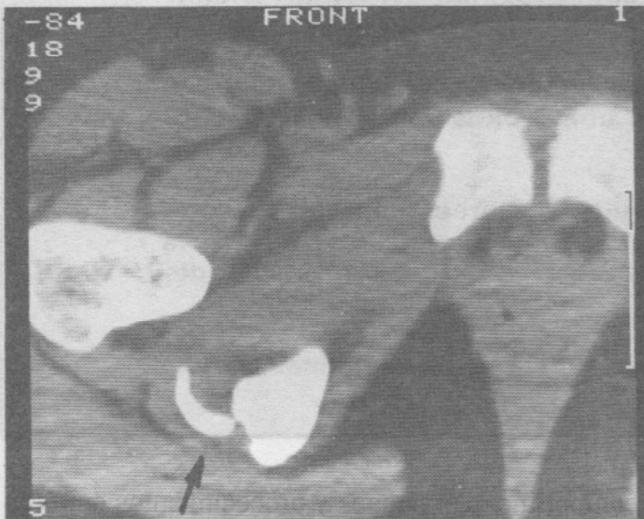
Tomografía axial computarizada (T.A.C.), a nivel del extremo distal de la pelvis. Obsérvese la avulsión de la apófisis del isquión (flecha).
